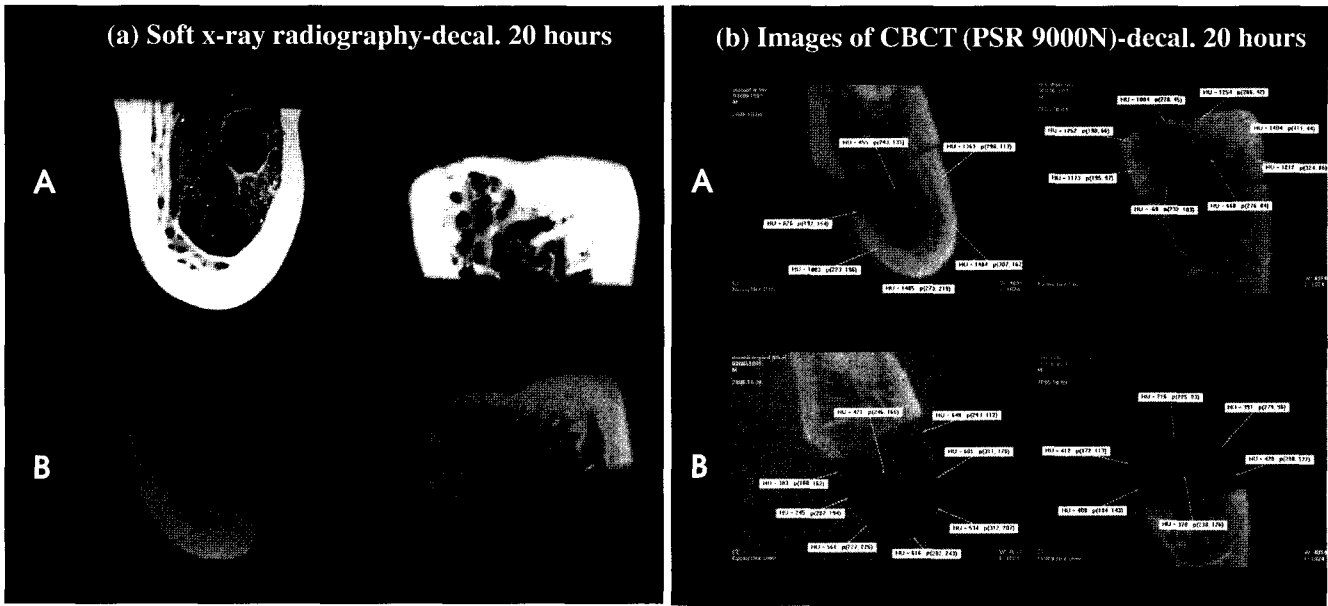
Images of soft x-ray radiography (a) and Cone beam computed tomography (b) are executed on dry mandible that is already decalcified during 20 hours.
